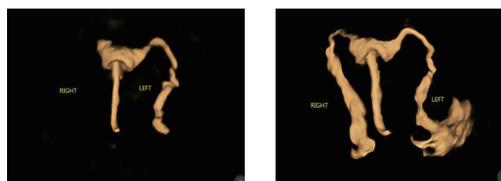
A: 第 1 次四维子宫输卵管超声造影检查结果显示右侧输卵管近端阻塞; B: 第 2 次四维子宫输卵管超声造影检查显示右侧输卵管通畅。
